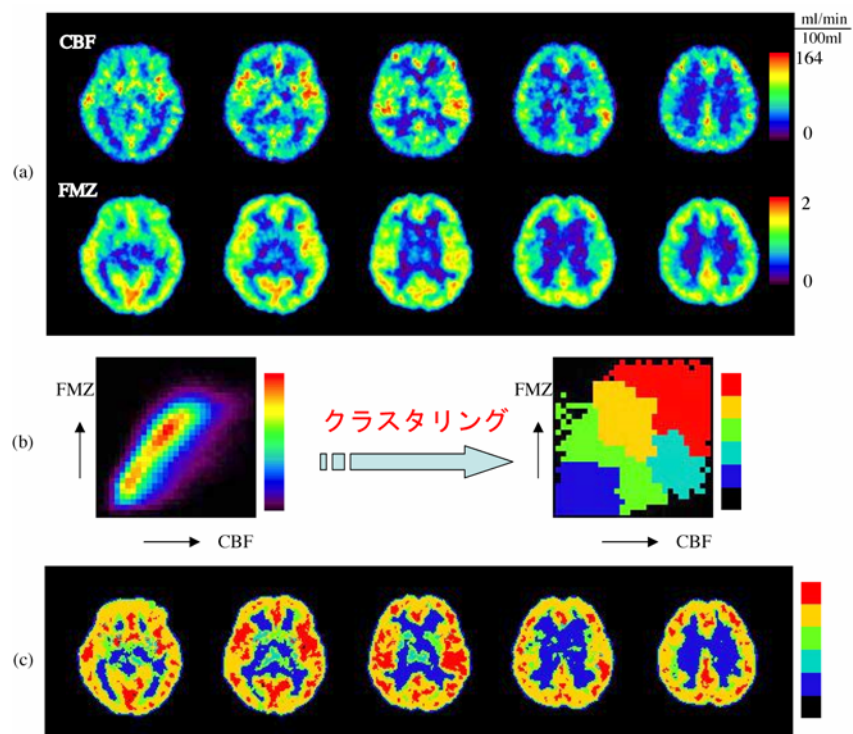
健常ボランティア症例2:(a)CBFとFMZのPET画像。(b)画素単位での相関(左)とクラスタリングした相関マップ(右)。(c)元の横断面像に投影し作成された相関クラスター画像。
